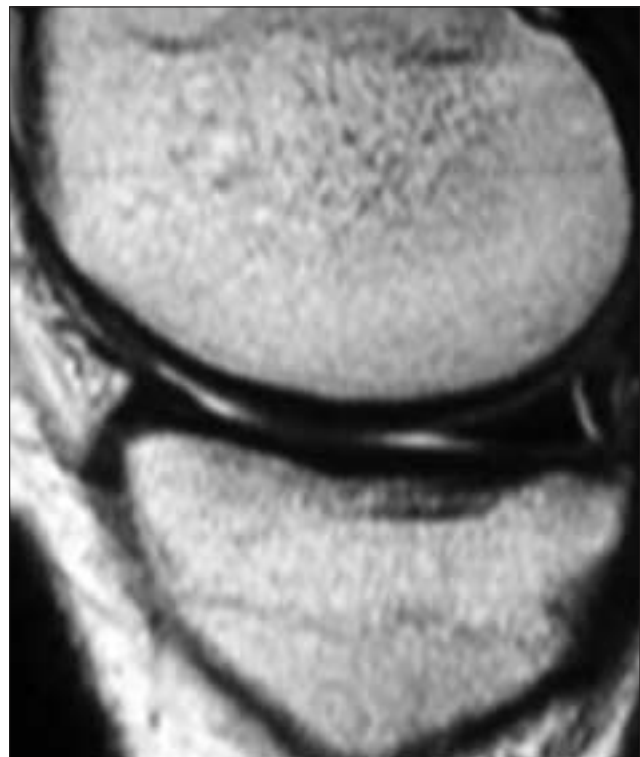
Désinsertion périphérique du segment postérieur du ménisque médial, visible en IRM sous la forme d'un hypersignal périphérique linéaire vertical au sein du triangle méniscal en hyposignal.
